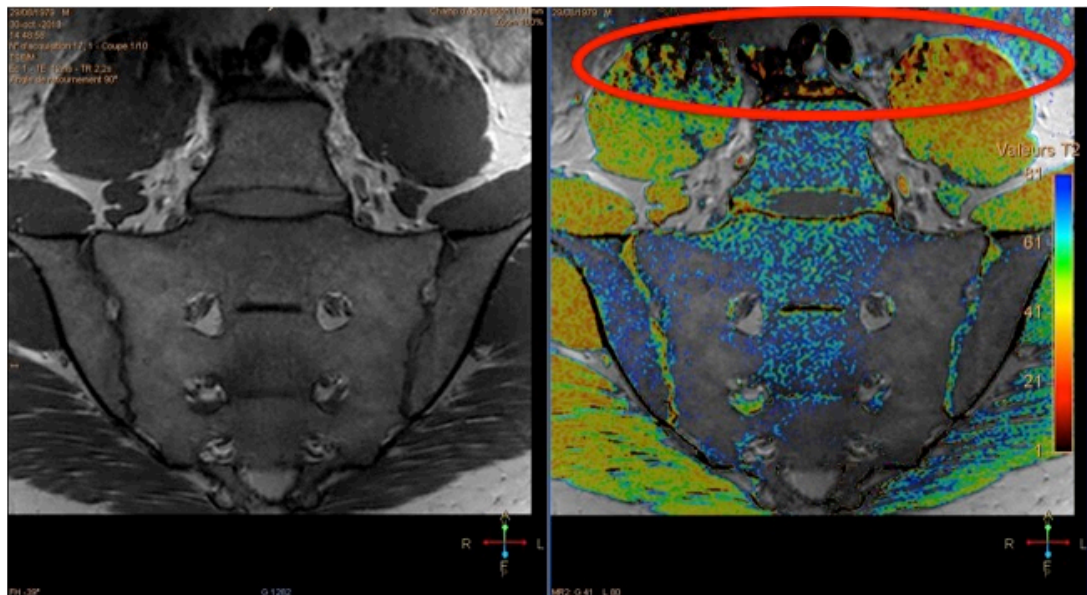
Coupe coronale des articulations sacro-iliaques en IRM.
